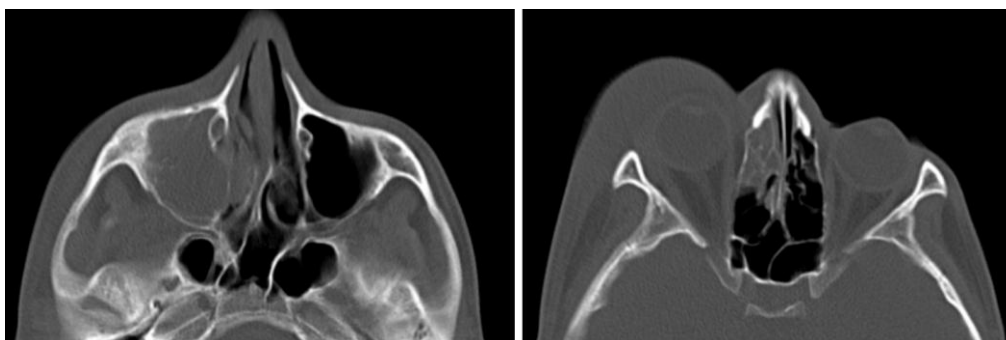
Правобічний хронічний гіперпластично-гнійний гемісинусит з руйнуванням медіальної стінки верхньощелепної пазухи та набряком м'яких тканин правої очної ямки у хворого М. (21 рік). Аксіальна СКТ.
